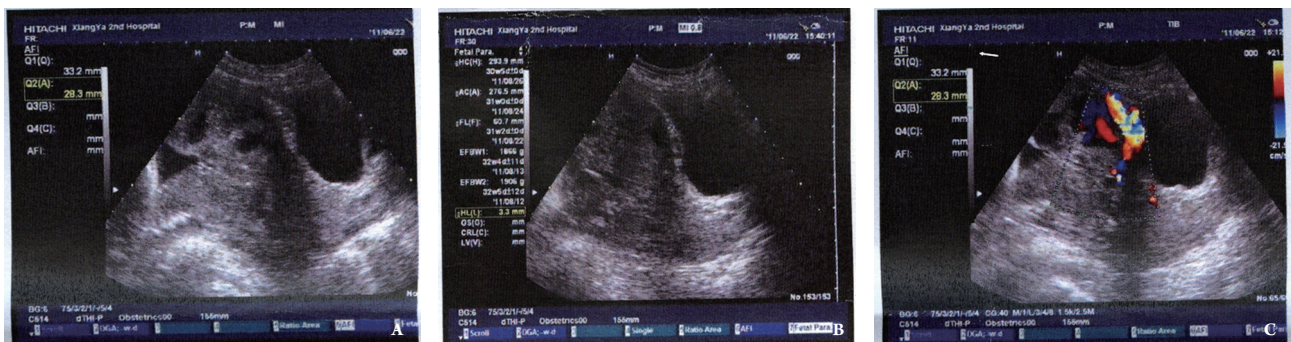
胎盘植入的二维超声及彩色多普勒图像。A: 胎盘内血池及子宫浆膜下存在与胎盘回声相同的扩张块样组织回声; B: 膀胱壁与子宫浆膜层间距变薄、连续性中断; C: 胎盘边缘与子宫膀胱交界处可见丰富漩涡血流, 呈五彩镶嵌状。
